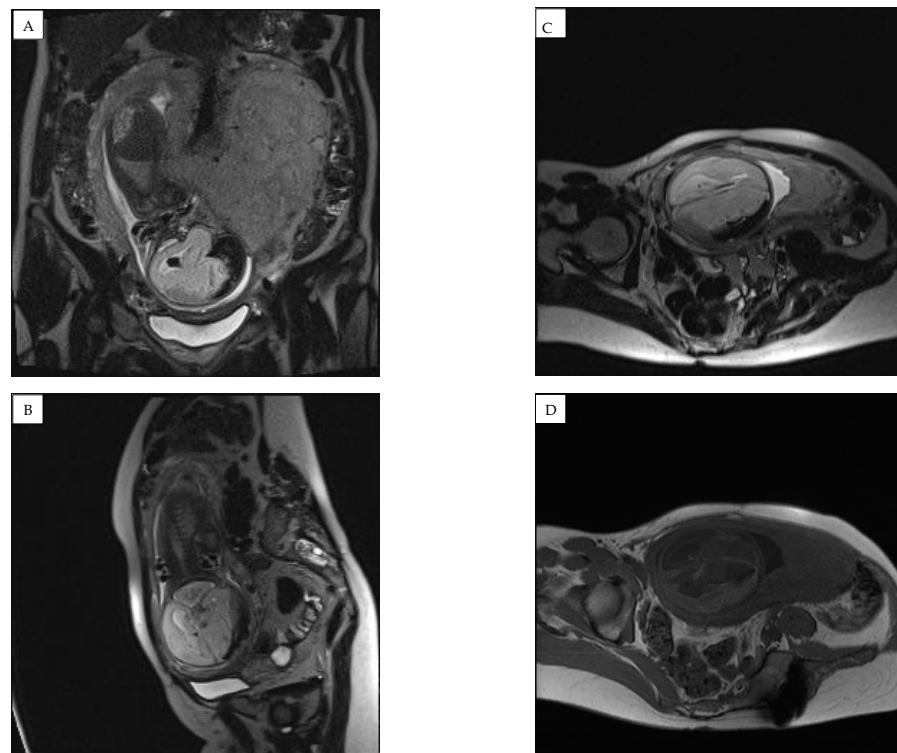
Magnetic resonance imaging (MRI) of the fetal brain was conducted to confirm the diagnosis of expansion of the right subdural space. (A) coronal plane and (B–D) saggital plane magnetic resonance images showing a hemorrhage with compression of the right hemisphere and a shift to the left of the midline structures was found, along with an accumulation of hemorrhagic signals in the right parasellar part.
